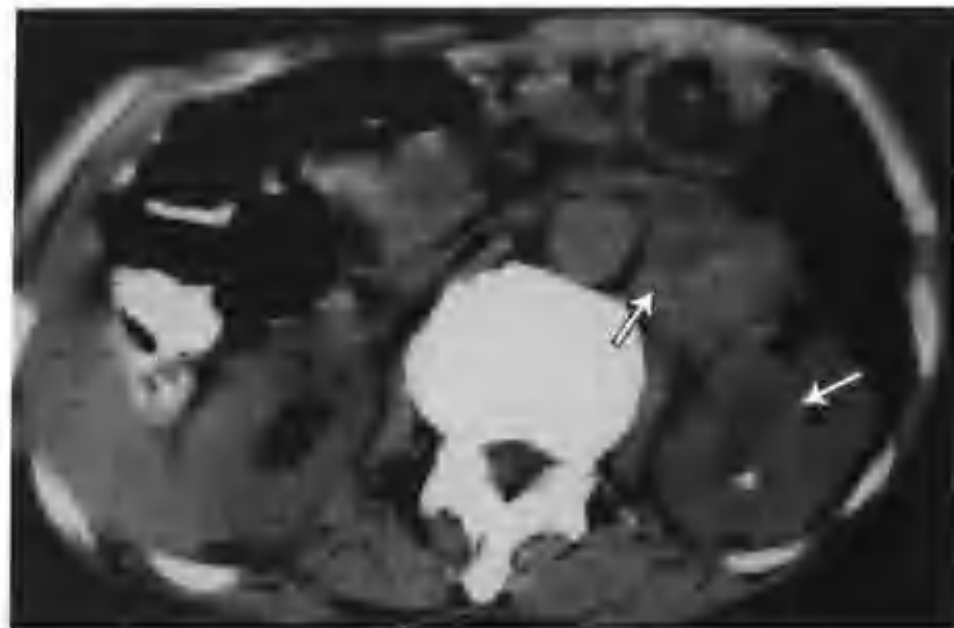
左肾盂移行细胞癌 II~III 级(肾门、腹主动脉旁淋巴结转移, 肾周纤维脂肪组织内癌侵犯, CT 平扫示左肾盂癌侵犯肾实质(箭头), 病灶内见钙化点, 肾门、腹主动脉旁淋巴结增大(空心箭头))
